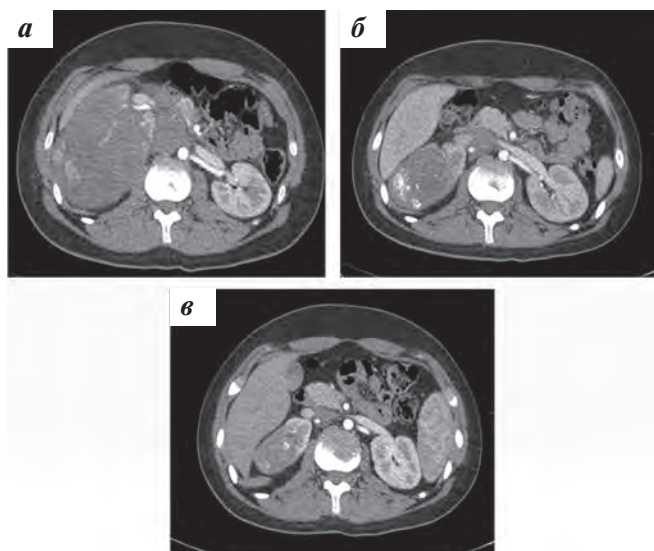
КТ ОБП с контрастированием. Динамическое наблюдение. Сокращение размеров опухоли правой почки в процессе ПХТ: а — первичное исследование; б — через 2 мес после начала лечения; в — через 4 мес после начала лечения
